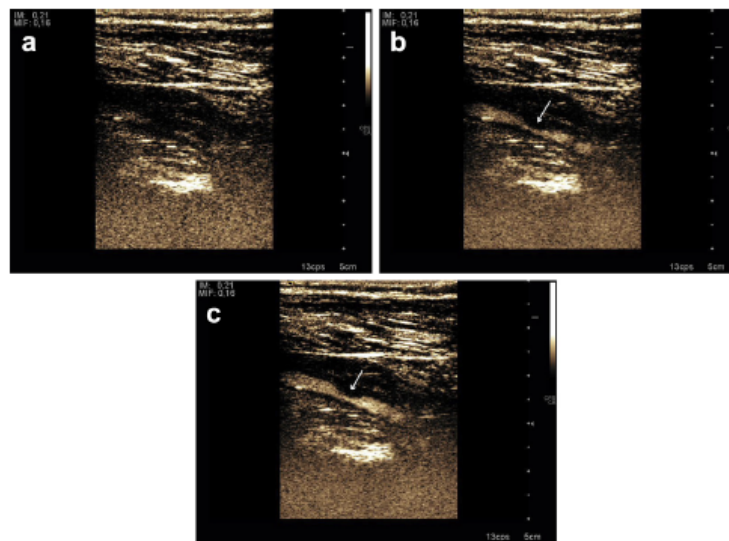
(a) Above-knee popliteal artery without ultrasound contrast. (b) Above-knee popliteal artery 1 min after injection of ultrasound contrast. Significant stenosis starts to be visible (*arrow*). (c) Same artery 2 min after injection of ultrasound contrast. Significant stenosis is clearly observed (*arrow*).
